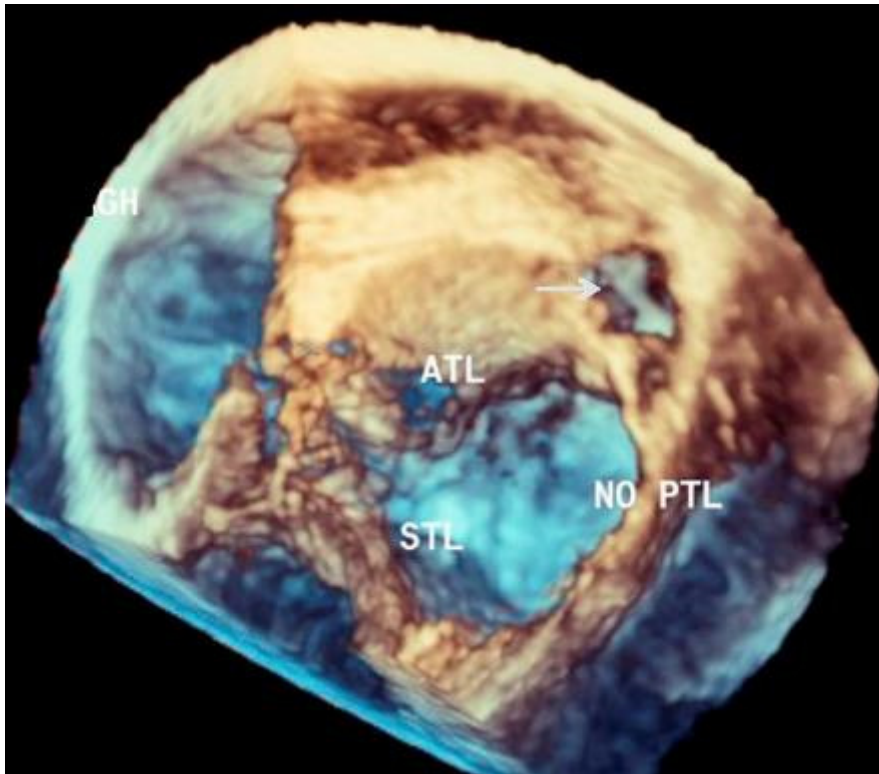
Abbildung einer 3D-Rekonstruktion einer Echokardiographie bei EA, mit Fenestrierung (Pfeil) des anterioren Trikuspidalklappensegels (ATL) und rudimentärem posteriorem Trikuspidalklappensegel (PTL), STL= septales Trikuspidalklappensegel [34].
